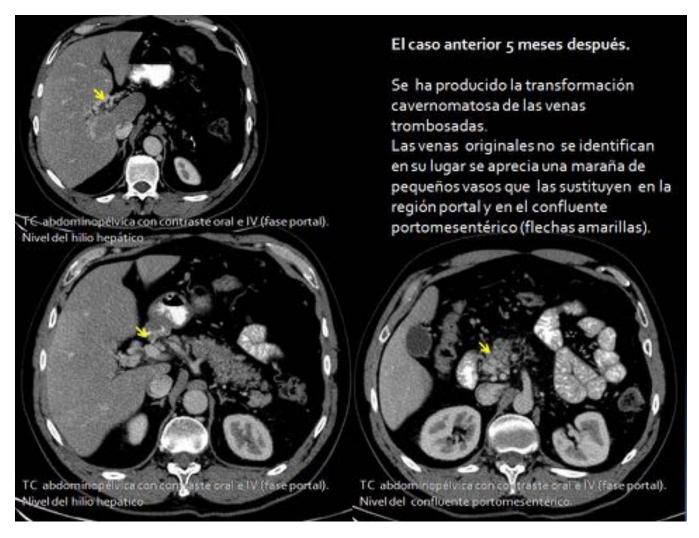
Continuación del caso de la fig.9. Linfoma no Hogdkin. Cavernomatosis del eje portomesentérico. TC.
